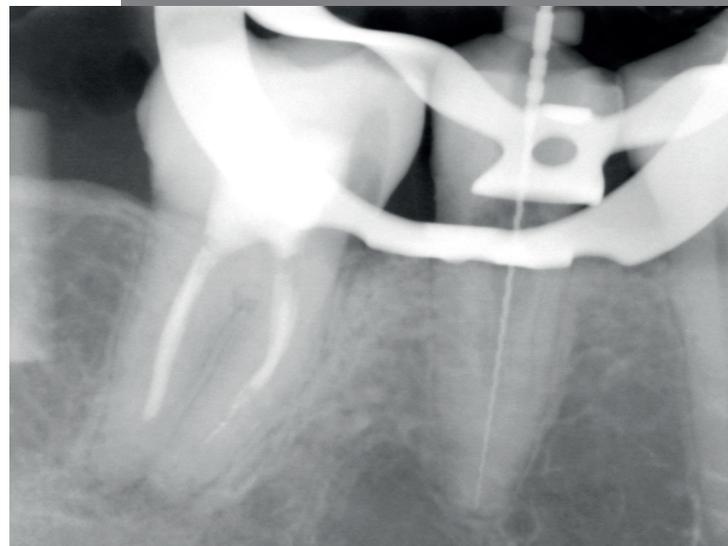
Röntgen-Messaufnahme: Das Wurzelkanalinstrument reicht bis zum röntgenologischen Apex, die Arbeitslänge wurde auf 20,5 mm festgelegt
